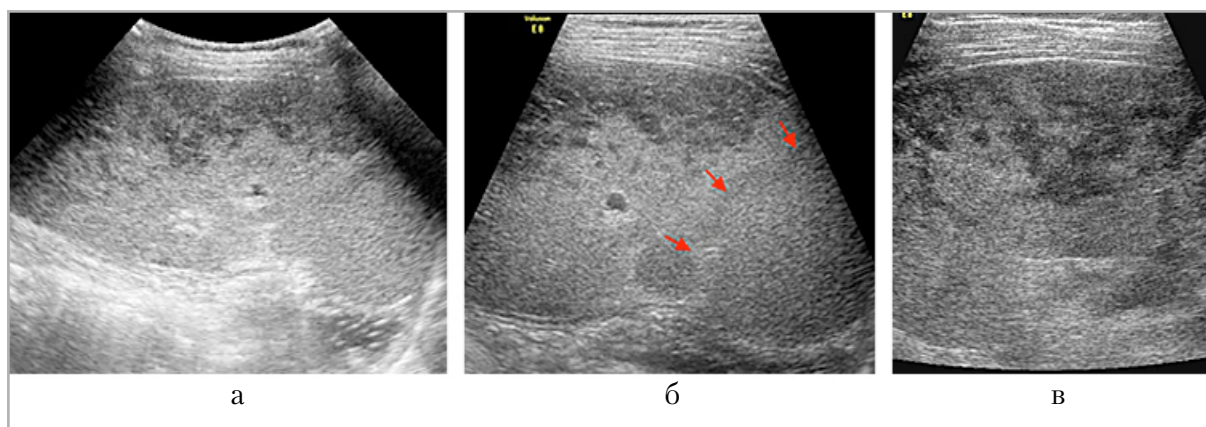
Наблюдение № 1. УЗИ через 7 сут с момента поступления, исследование в В-режиме: *а* — сканирование конвексным датчиком 2–5 МГц; *б* — сканирование линейным датчиком, верхняя половина селезенки, демаркация между сохраненной и ишемизированной частями органа показана стрелками; *в* — сканирование линейным датчиком, средний фрагмент селезенки
